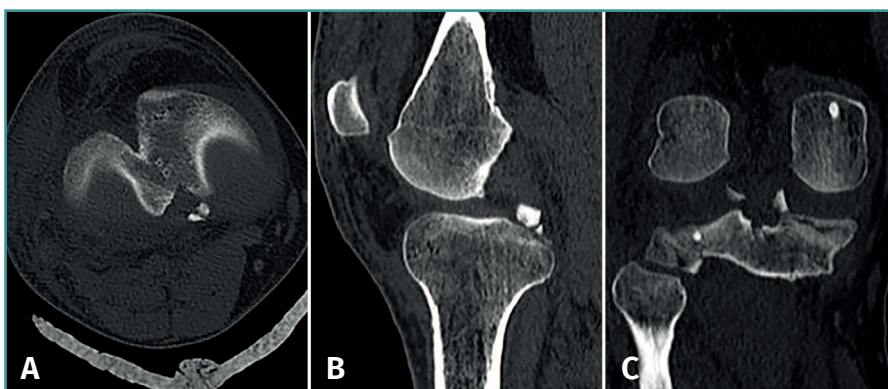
En las imágenes en axial (A), sagital (B) y coronal (C) de la tomografía computarizada se observan los fragmentos óseos avulsionados dependientes de la raíz posterior del menisco medial cerca de la inserción del ligamento cruzado posterior.
